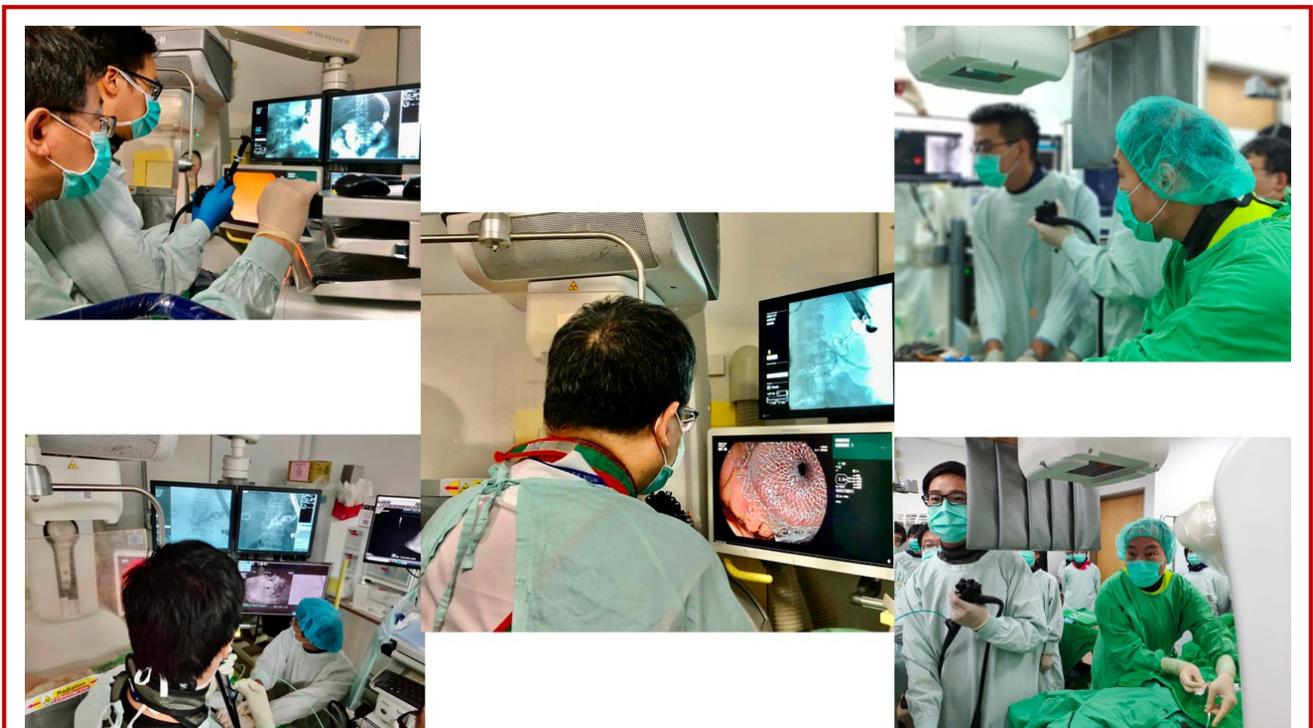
介入性超音波的檢查是否會成功, 團隊合作是最重要的因素。
